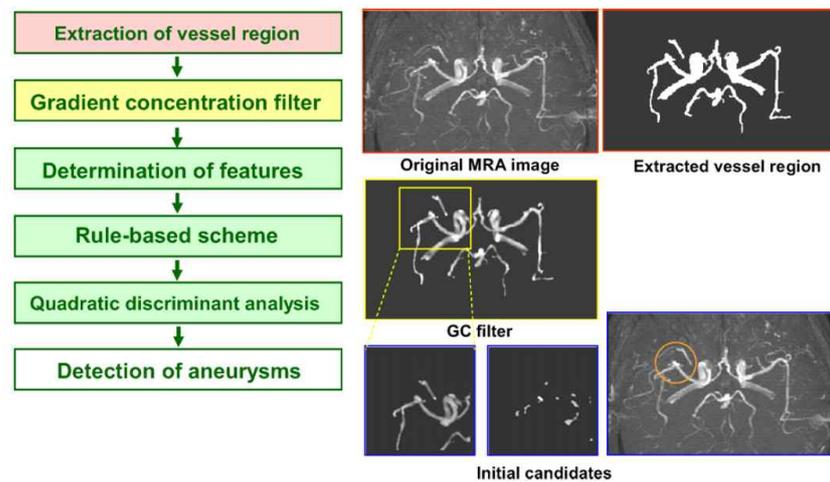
MRI 영상에서 동맥류를 진단하는 CAD 시스템의 개략적인 프로세스 과정
